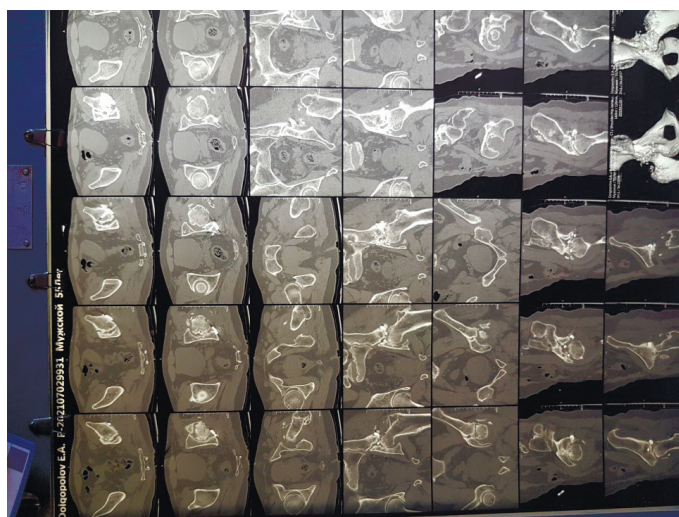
КТ-скани хворого після оперативного лікування перелому кісток тазу, де виявлено незрощення та асептичний некроз голівки стегнової кістки
